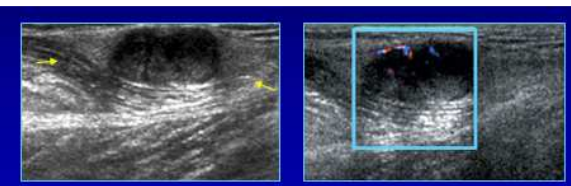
caratteristiche ecografiche.
